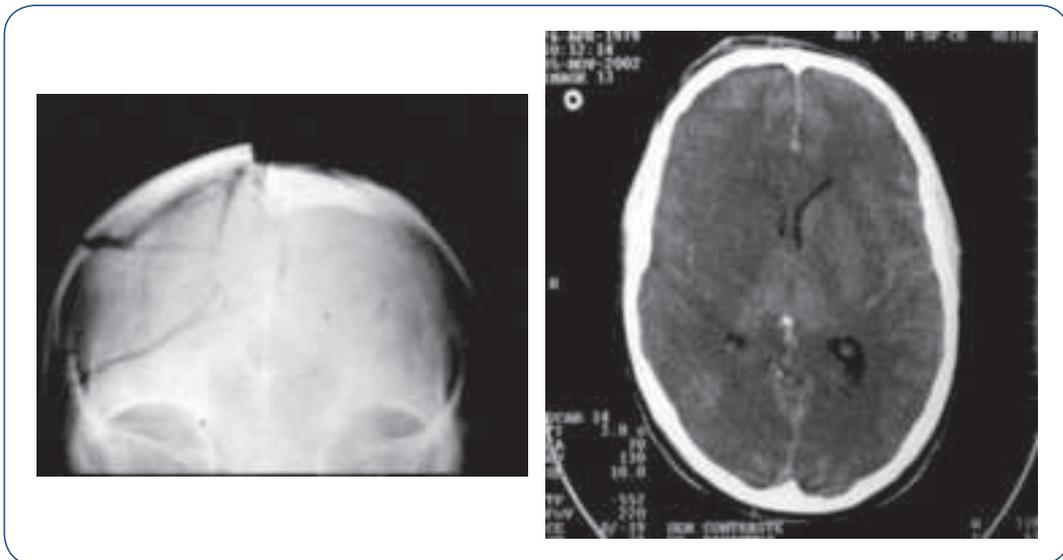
A – Fratura craniana composta – raios X crânio. B – Edema cerebral – CT crânio.
